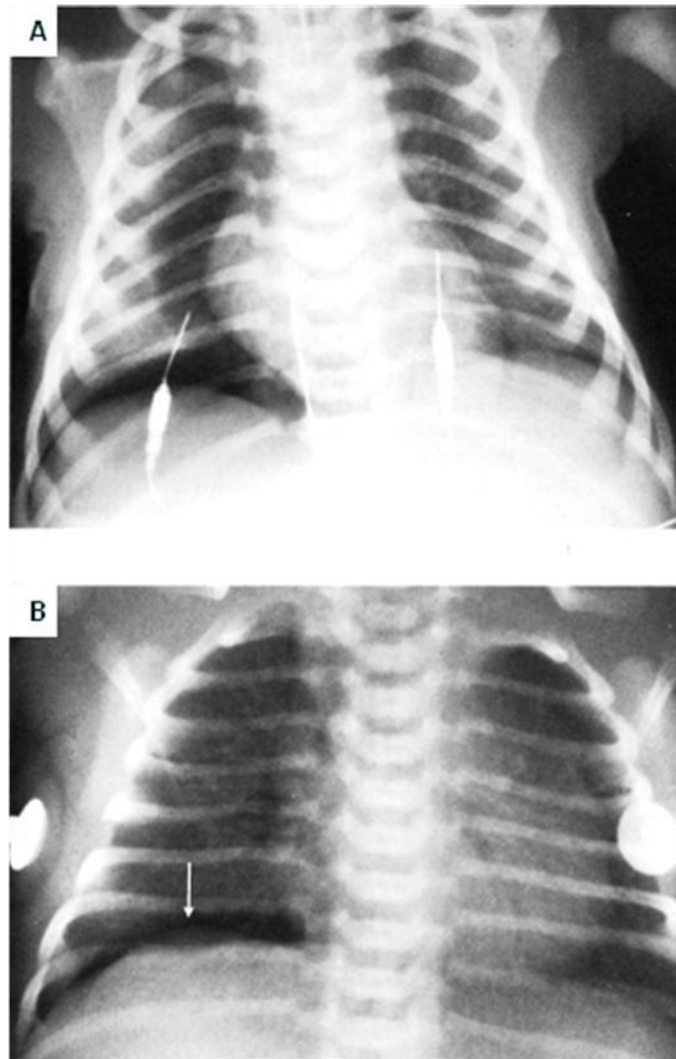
61. Radiografías frontales de tórax. En decúbito supino. A. Niño con neumotórax, el borde cardiaco derecho es bien delimitado así como el hemidiafragma derecho. B. Hemidiafragma derecho bien delimitado en otro paciente con neumotórax.
